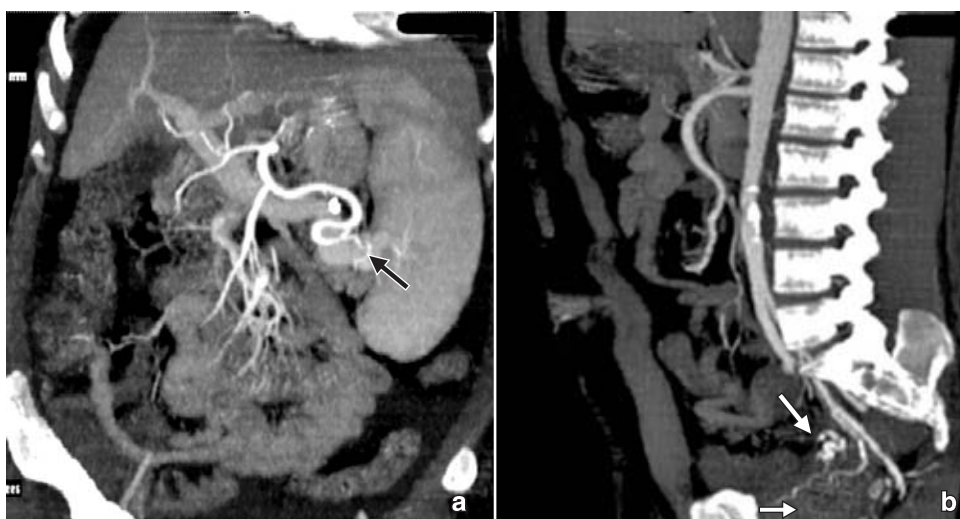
Angio-TAC abdominal, multicorte, reconstrucción coronal (a) donde se localiza situación anatómica de lesión vascular (Flecha negra) en primeras asas de yeyuno, apreciando arterias serpenteantes, adelgazadas y con tinción tisular. Reconstrucción sagital (b) de Angio-TAC abdominal, multicorte, mostrando variante anatómica, por presencia de vaso serpenteante, dilatado (flecha blanca) hacia recto, el cual muestra aumento de circulación arterial (flecha blanca pequeña).
